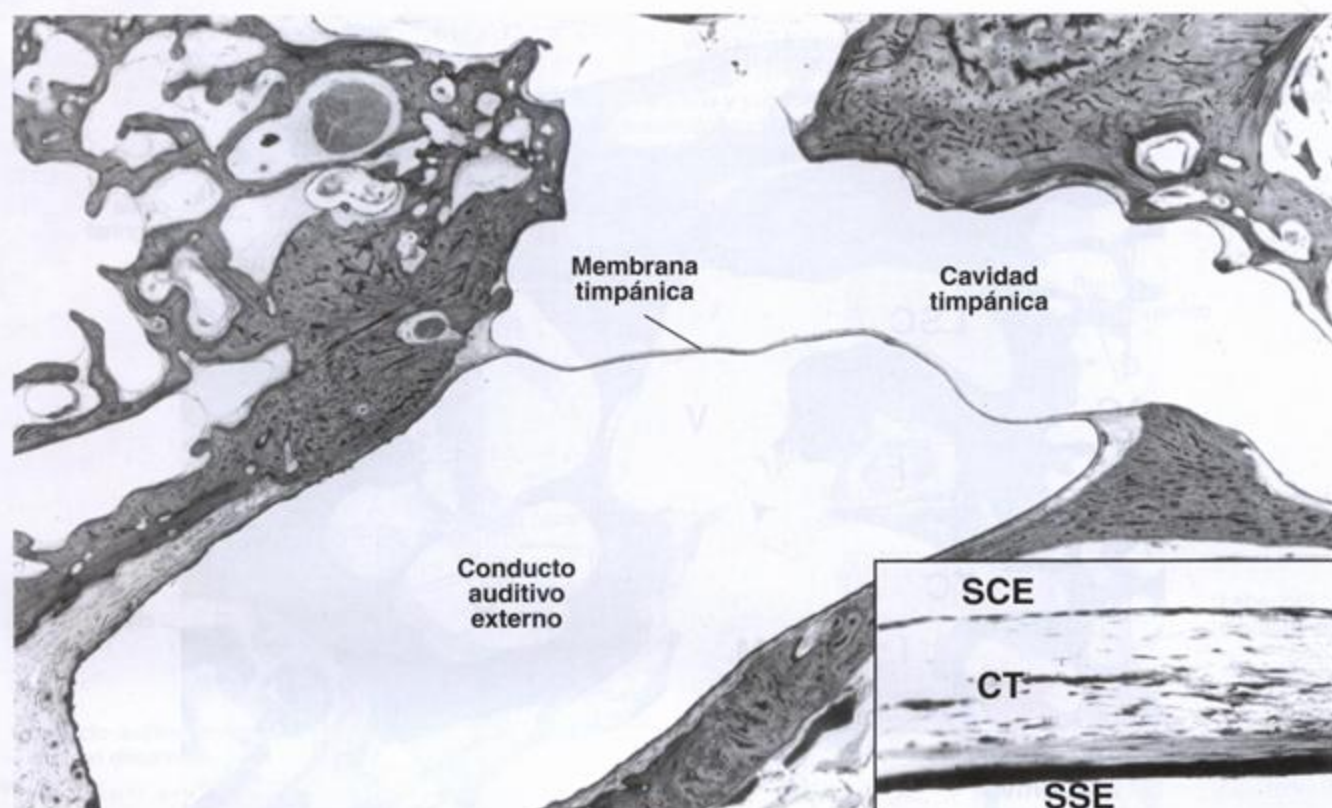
Corte transversal de una membrana timpánica humana. En esta microfotografía pueden verse la membrana timpánica, el conducto auditivo externo y la cavidad timpánica. 9 x. Detalle. Más aumento de la membrana timpánica. El epitelio que tapiza la superficie externa de la membrana es estratificado plano (SSE), mientras que el de la superficie interna es simple y está formado por células cúbicas bajas (SCE). Entre las dos capas epiteliales hay una capa intermedia de tejido conectivo (CT). 190 x.
